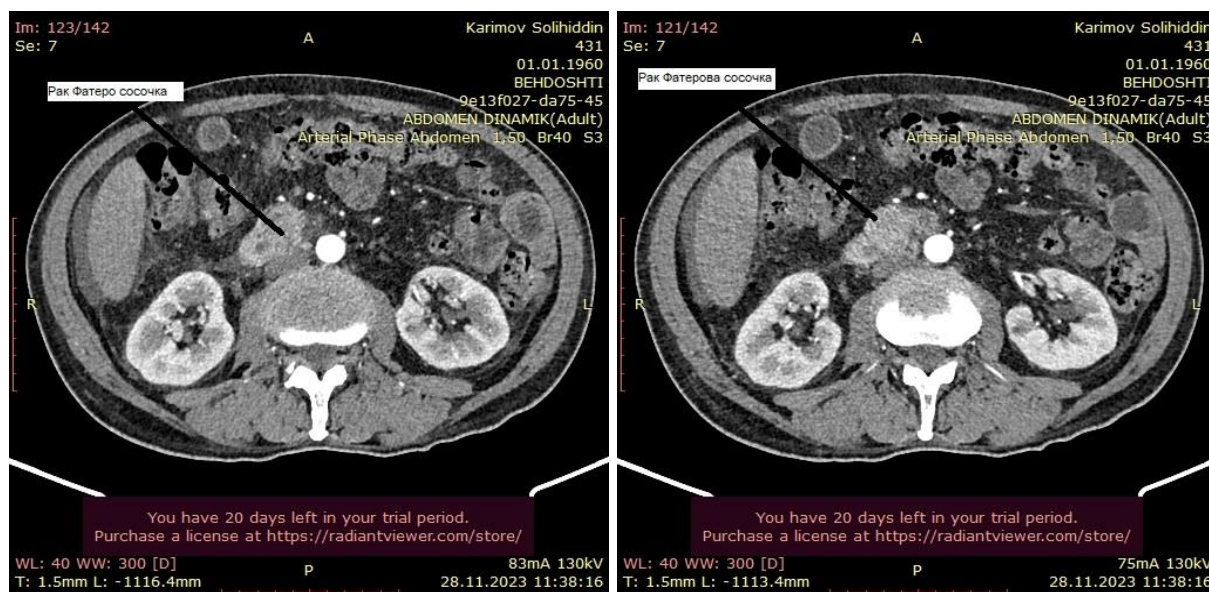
МСКТ. Периампулярная опухоль гепатопанкреатодуо- денальной зоны (С-г фатерова сосочка)
